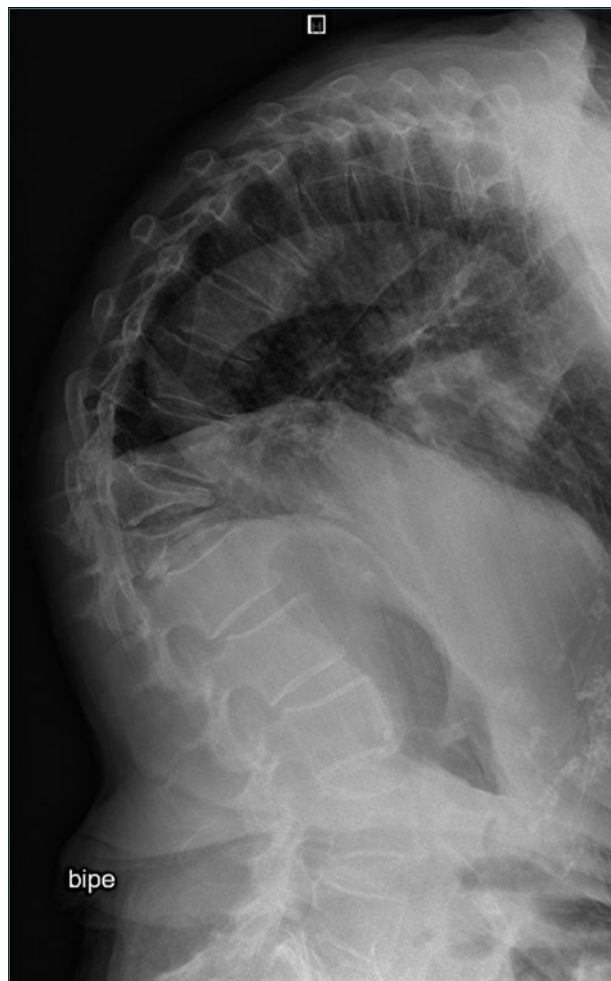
Radiografía de perfil dorsolumbar con acuñamientos en D11 y D12 y una marcada cifosis dorsal.
